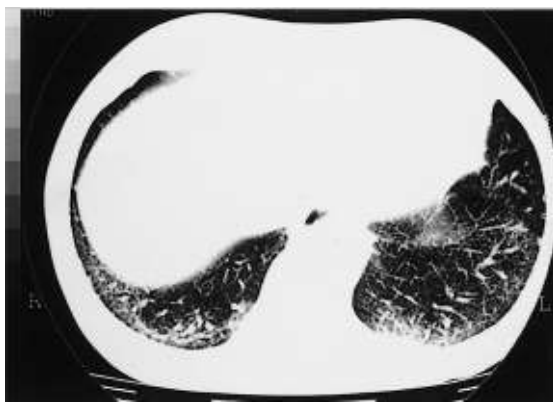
X-ray CT of the chest demonstrating mild reticular densities in the both lower lung fields (on the 26th hospital day)
